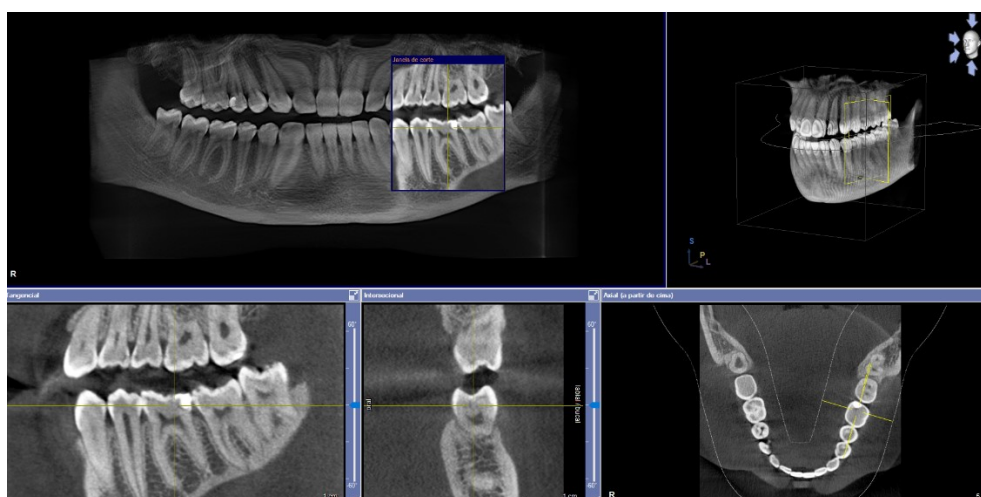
Imagens obtidas pelo CBCT, em vários planos.
